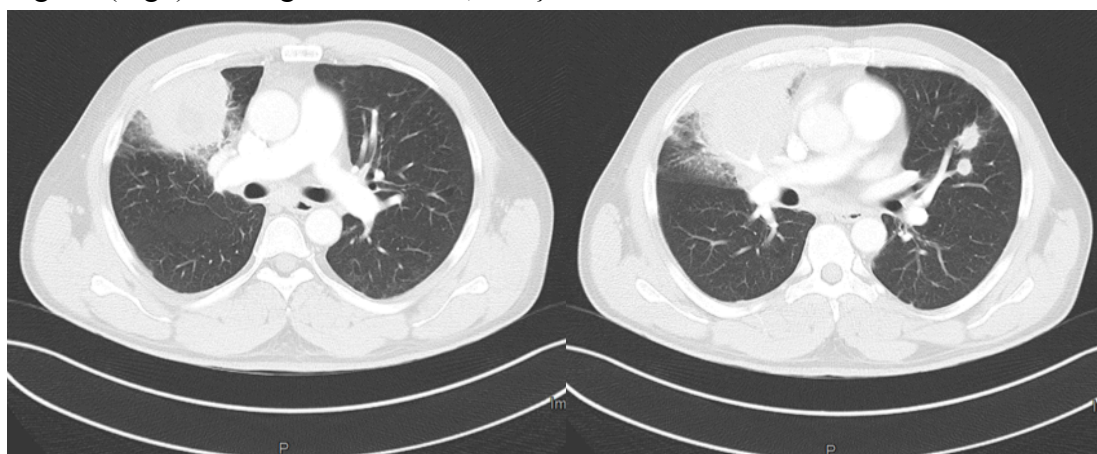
(Fig2): TC de tórax, abril de 2014
